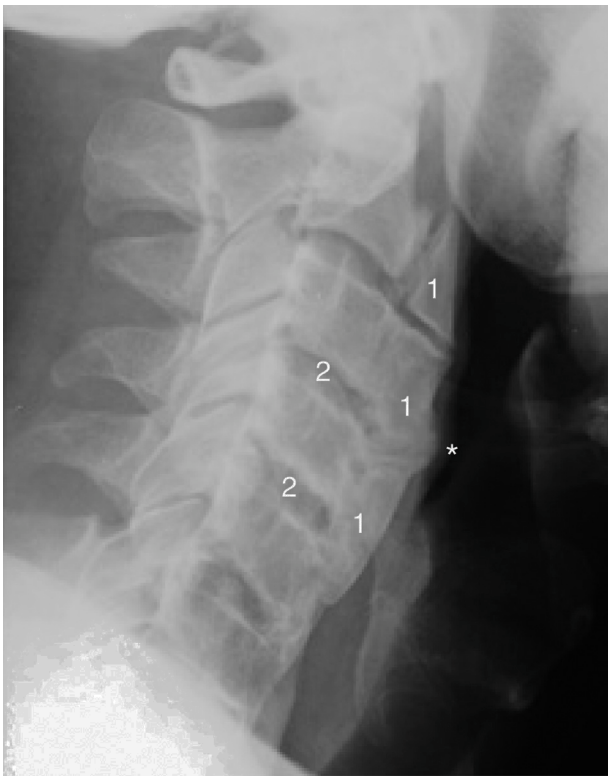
Radiografía cervical lateral (2014). Se aprecia un aumento del tamaño de la osificación del ligamento anterior cervical con afectación global de la columna cervical (1) se puede observar como impronta (*) hacia la vía aérea-digestiva. También se observa una conservación relativa de la altura del espacio intervertebral (2).
